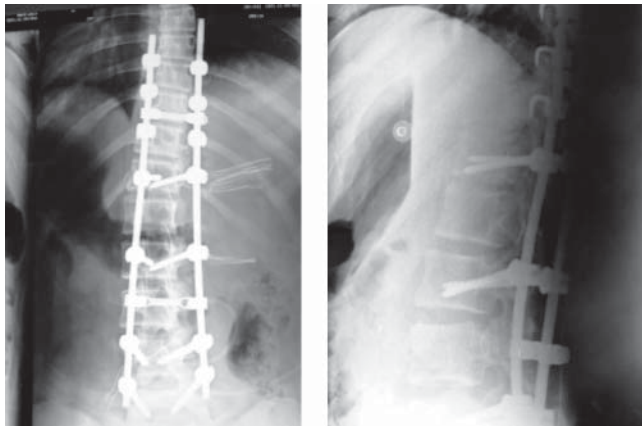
Radiografías en AP y lateral posteriores al tratamiento quirúrgico.
